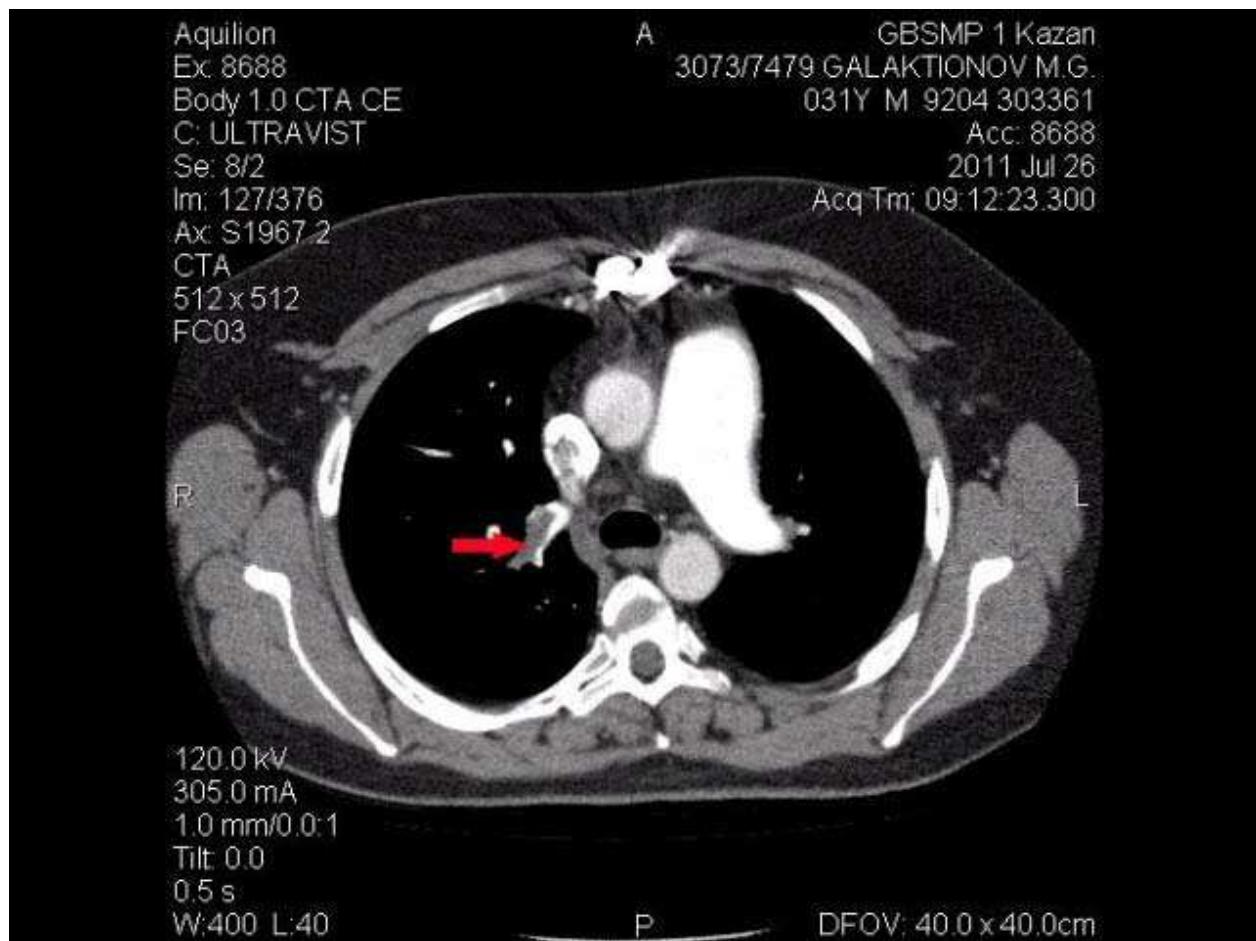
Рентгенокомпьютерная томограмма органов грудной клетки (с контрастированием лёгочных артерий) больного с ТЭЛА (стрелкой указан тромб в лёгочной артерии)
